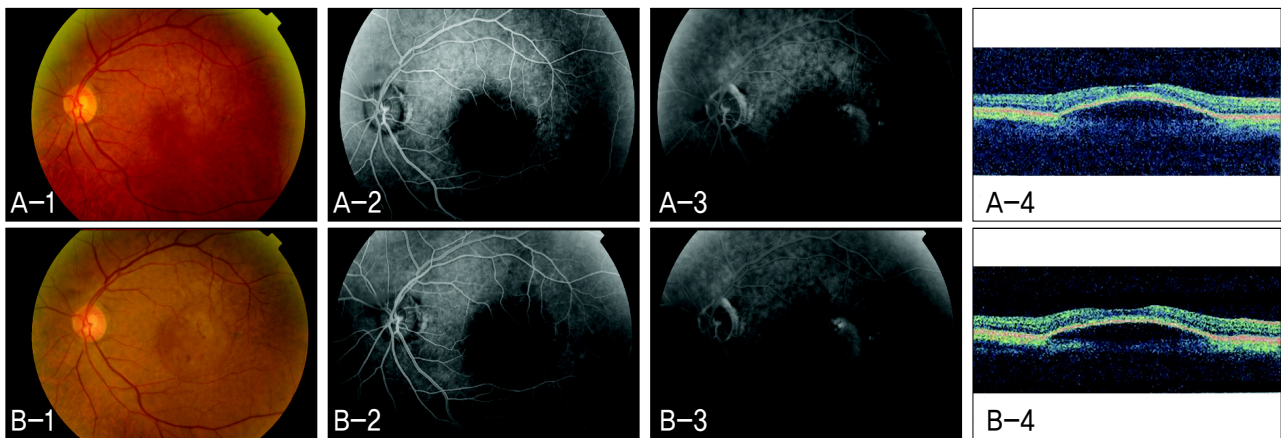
Non-responder to intravitreal bevacizumab in Case 1 (Left eye). (A-1) Fundus photograph (FP) before intravitreal bevacizumab injection. (A-2) Early phase of fundus fluorescein angiography (FAG) before intravitreal bevacizumab injection. (A-3) Late phase of FAG before intravitreal bevacizumab injection. (A-4) Optical coherence tomography (OCT) scan before intravitreal bevacizumab injection. (B-1) FP 3 months after intravitreal bevacizumab injection. (B-2) Early phase of FAG 3 months after intravitreal bevacizumab injection. (B-3) Late phase of FAG 3 months after intravitreal bevacizumab injection. (B-4) OCT scan 3 months after intravitreal bevacizumab injection.
